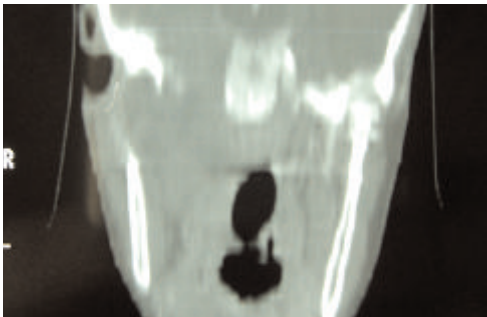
TDM de la base du crâne : envahissement tendocrânienne.
